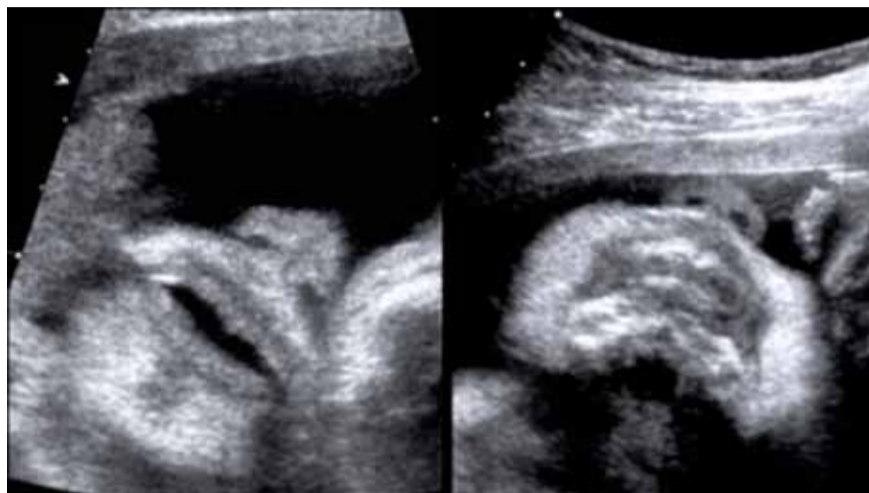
Ecografia 2D della della regione naso-buccale normale. Si evidenziano punta del naso, narici e rima buccale semiaperta (a sinistra). Narici e rima buccale chiusa (a destra).
